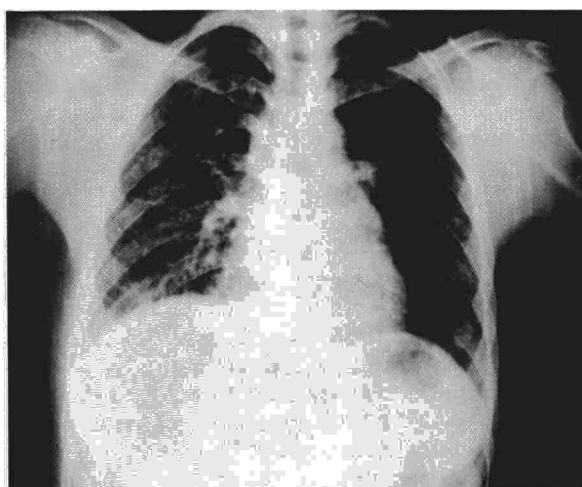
Telerradiografía de tórax de paciente con AAE de 18 meses de evolución. Se observan imágenes reticulares gruesas, sugestivas de fibrosis intersticial.
